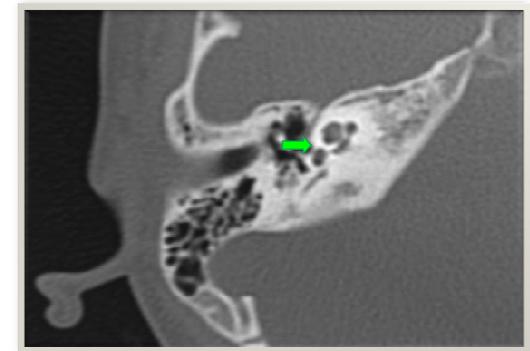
Computertomographie Felsenbein präoperativ
